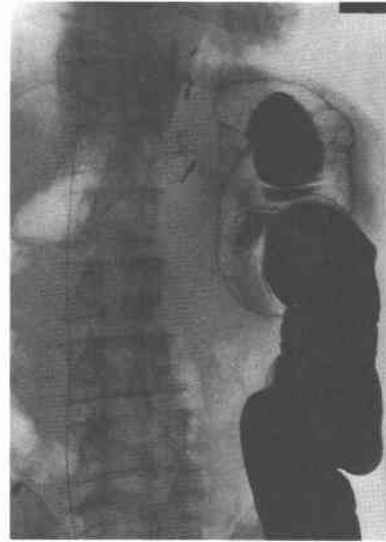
注腸X線像(昭和59年10月)。脾湾曲部に狭窄像を認める。
